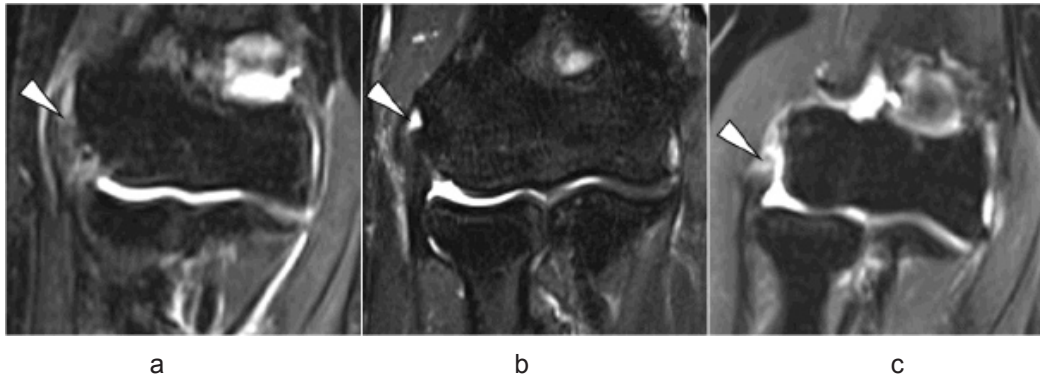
ECRB 起始部の術前 MRI 分類 (STIR, 冠状断)
